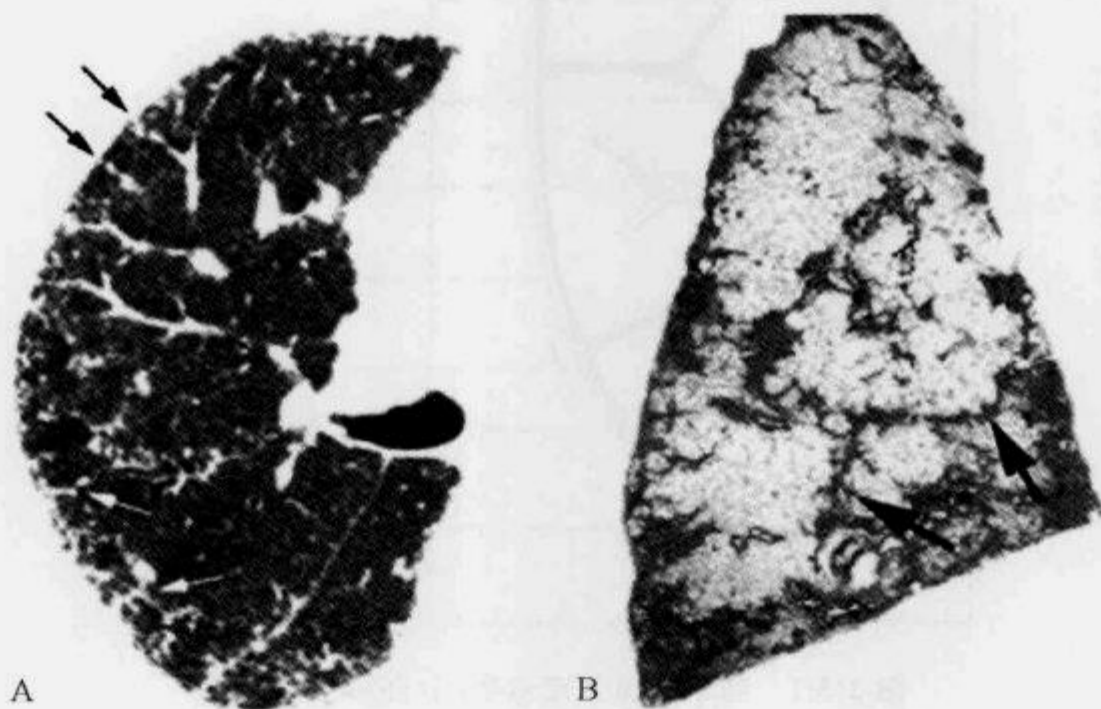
HRCT 示先天性肺小叶周围纤维化“串珠样隔征”
